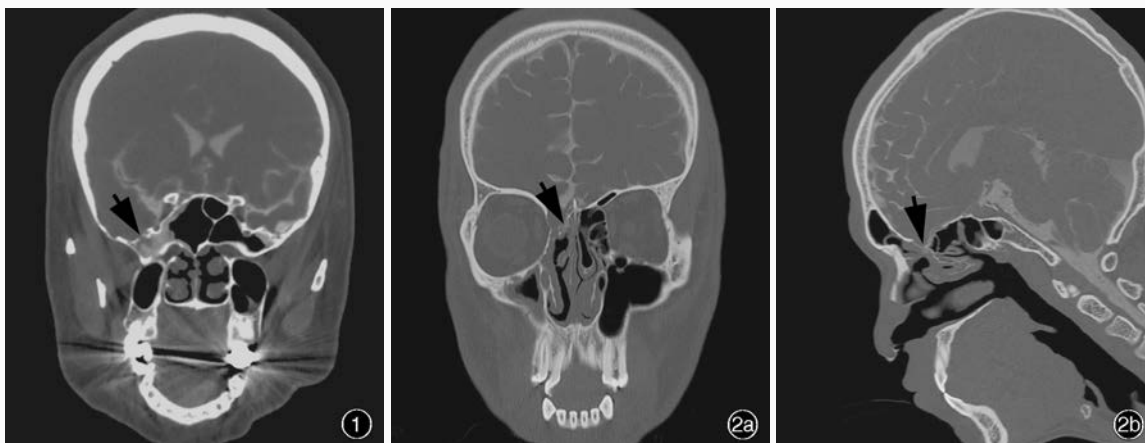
冠状位 CT 脑池造影显示,漏口位于右侧蝶窦侧壁(箭头所示),蝶窦极度气化 图 2 头部 CT 脑池造影显示,漏口位于右侧额窦与筛窦交界区(箭头所示) 2a 冠状位扫描 2b 矢状位扫描
